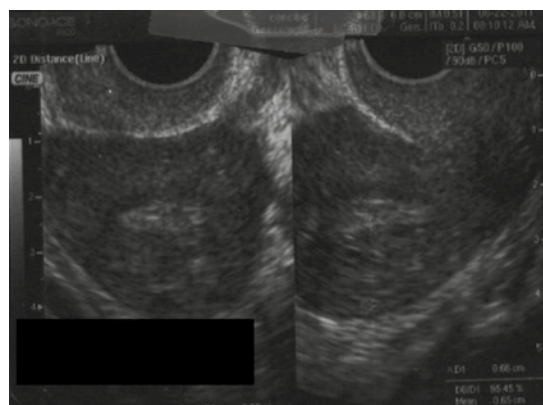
Ultrasonido transvaginal posterior a la histeroscopia quirúrgica que muestra la neocavidad uterina.
